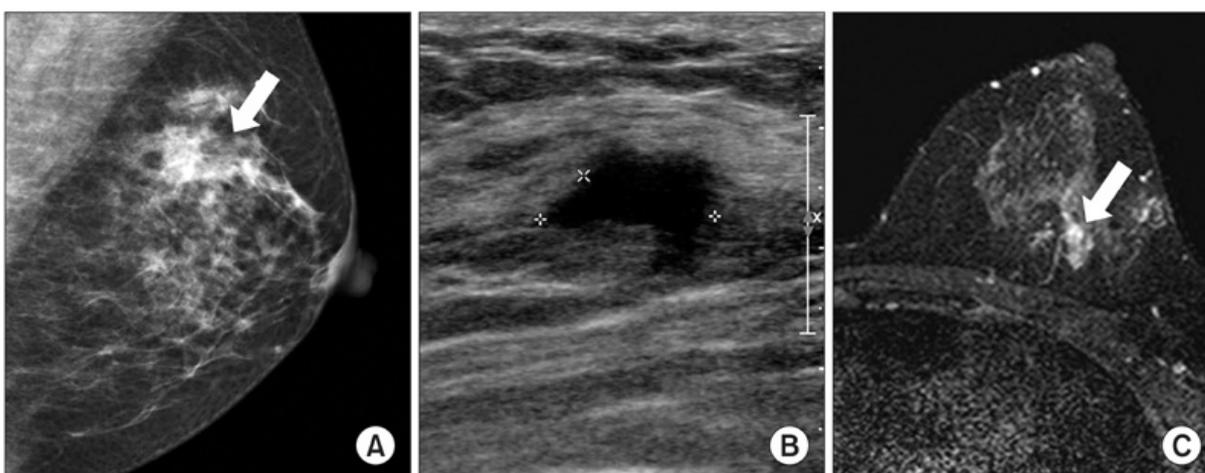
A: Mamografia mostra densidade de aparência maligna (seta) em quadrante superior lateral de mama esquerda. B: A ultrassonografia mostra uma imagem hipoeicoica de forma irregular (cerca de 1,5 cm). C: A ressonância magnética mostra uma imagem de maior captação, borda lobulada (seta) com um nível de preocupação intermediário de malignidade.
